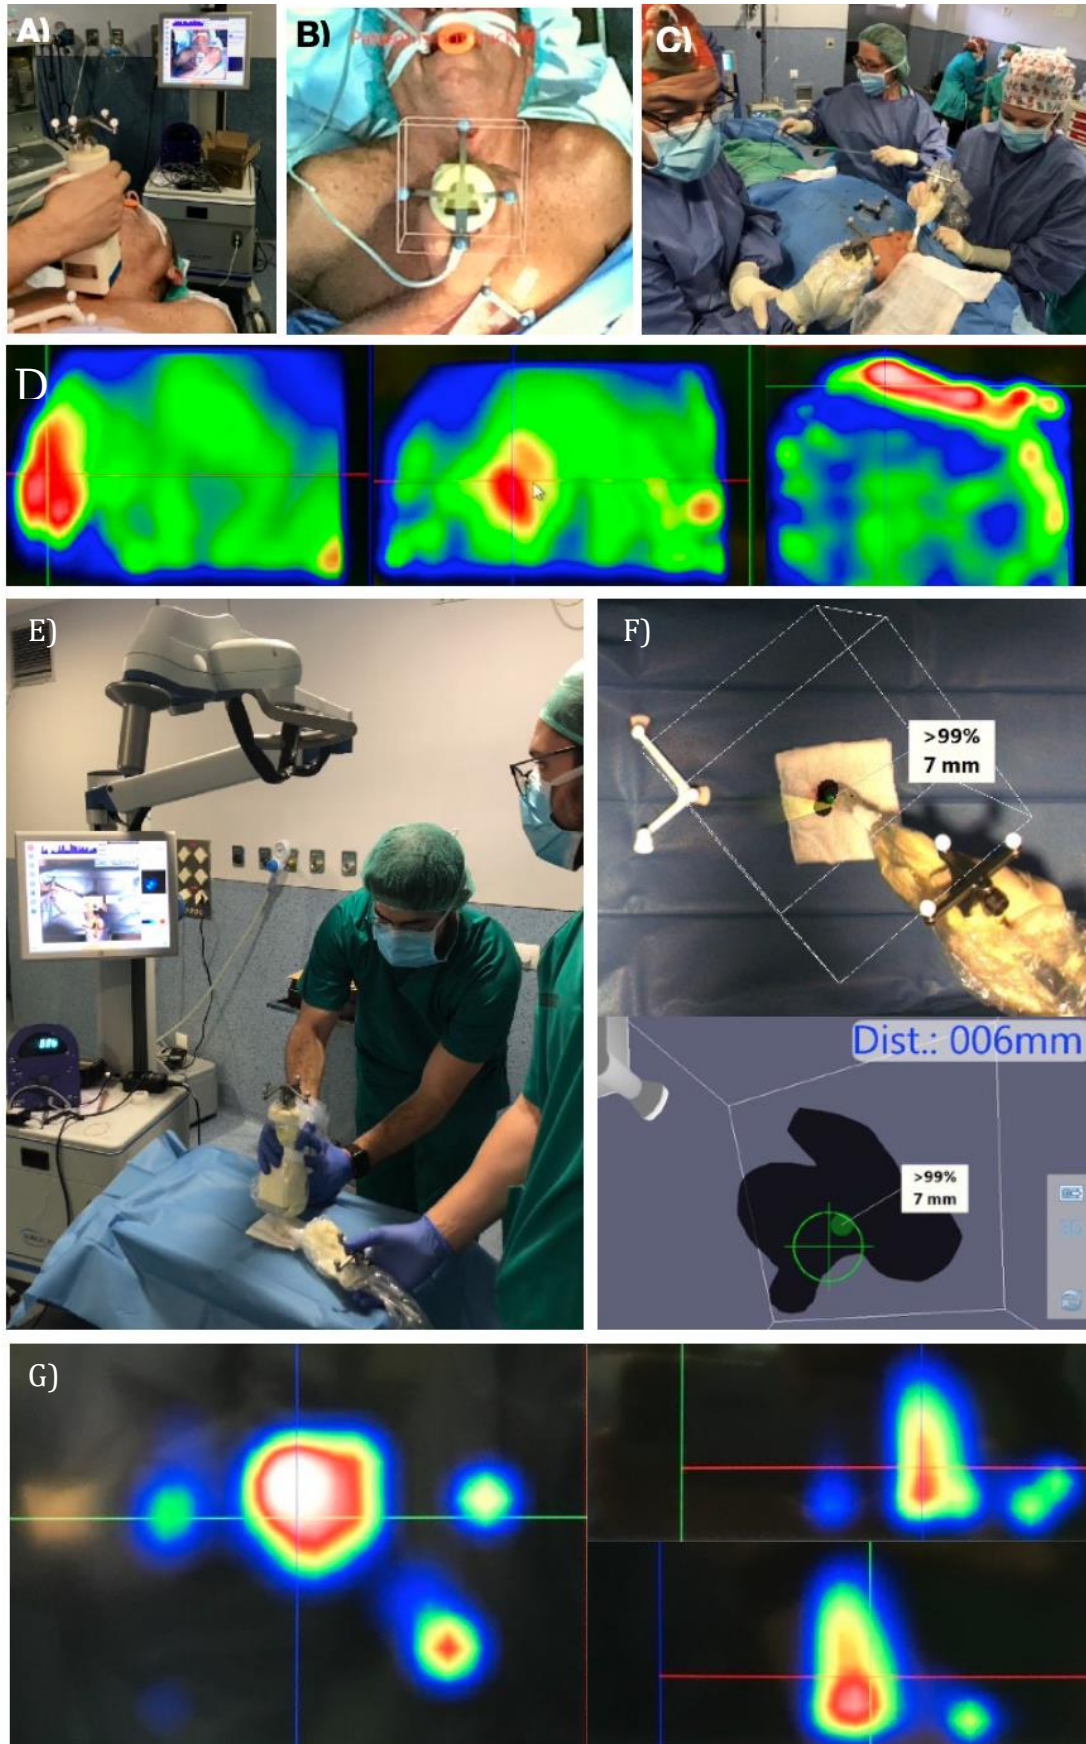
A-B) Colocación de gammacámara manual sobre el paciente y fijación del cubo virtual de 20 cc para realizar rastreo cervical inicial. C) Confirmación con sonda de la localización de la máxima actividad. D) Cortes tomográficos obtenidos con foco de mayor actividad en localización inferior derecha. E) Rastreo de pieza quirúrgica con gammacámara manual y declipse®SPECT. F) Imagen híbrida tridimensional y de navegación con sonda de declipse marcando el punto de mayor actividad. G) Imágenes tomográficas obtenidas tras el rastreo de la pieza quirúrgica con gammacámara manual donde se observa foco actividad compatible con glándula paratiroidea patológica.
